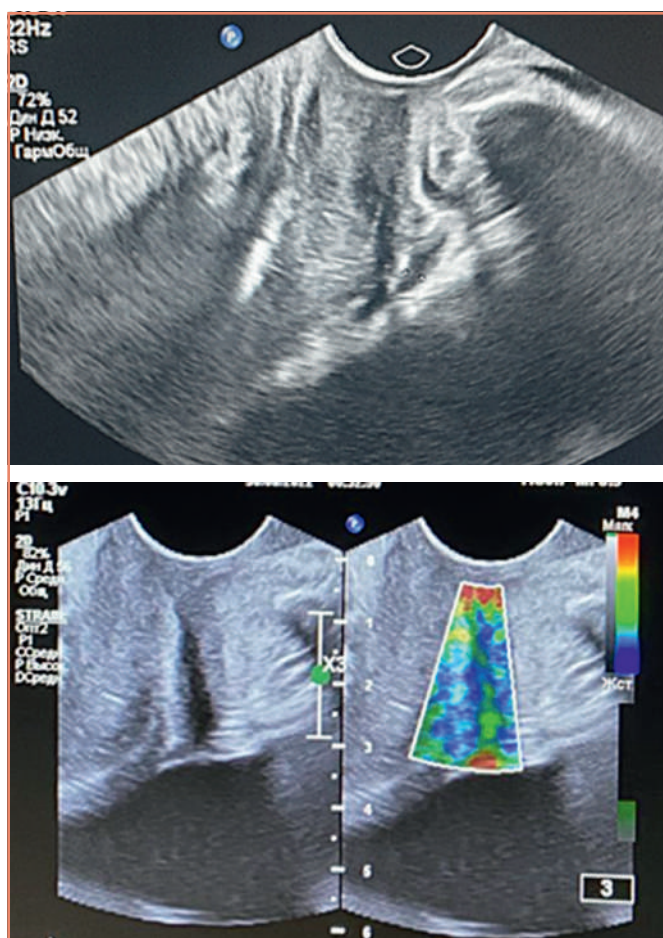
УЗИ мочевого пузыря, уретры, сосудов уретры, сосудов малого таза (пациентка клинической группы после 6 месяцев наблюдения) [предоставлено авторами] / Ultrasound of the bladder, urethra, urethral vessels, pelvic vessels (clinical group patient after 6 months of observation) [provided by the authors]
